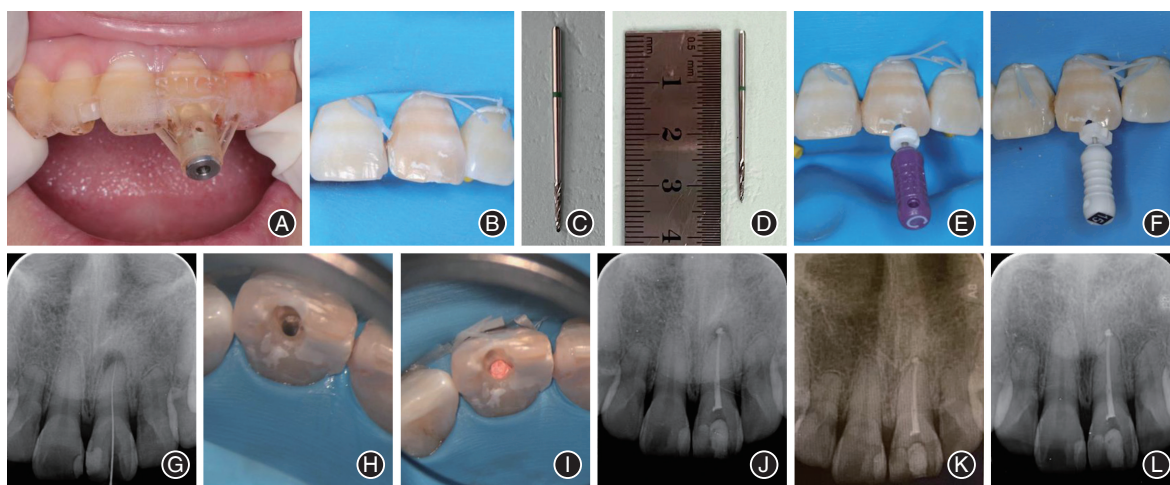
病例1根管治疗过程及术中、术后影像学资料 A:导板口内试戴及就位;B:橡皮障术区隔离;C~D:长柄金刚砂钻;E:10号C锉探查根管;F~G:15号K锉疏通至根尖及拍摄X线片;H:根管预备后;I:根管充填后髓腔照;J:根管充填后即刻X线片;K:术后3个月复查X线片;L:术后2年复查X线片。
